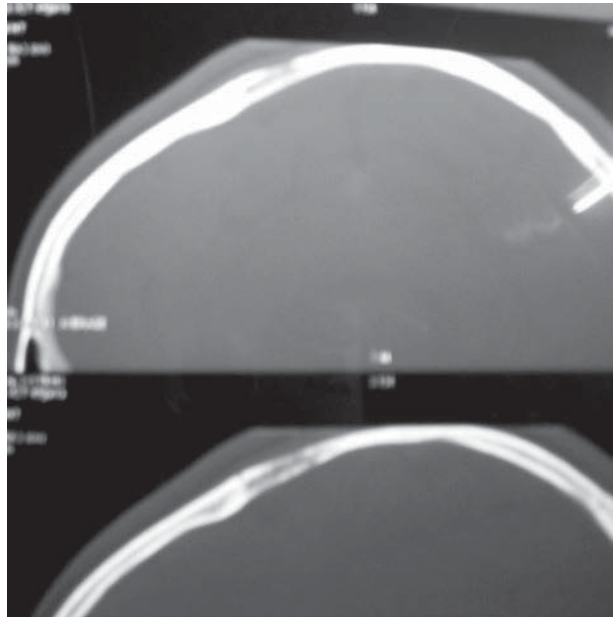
Lesión osteolítica parietal de calota. TAC de cráneo con ventana ósea.
